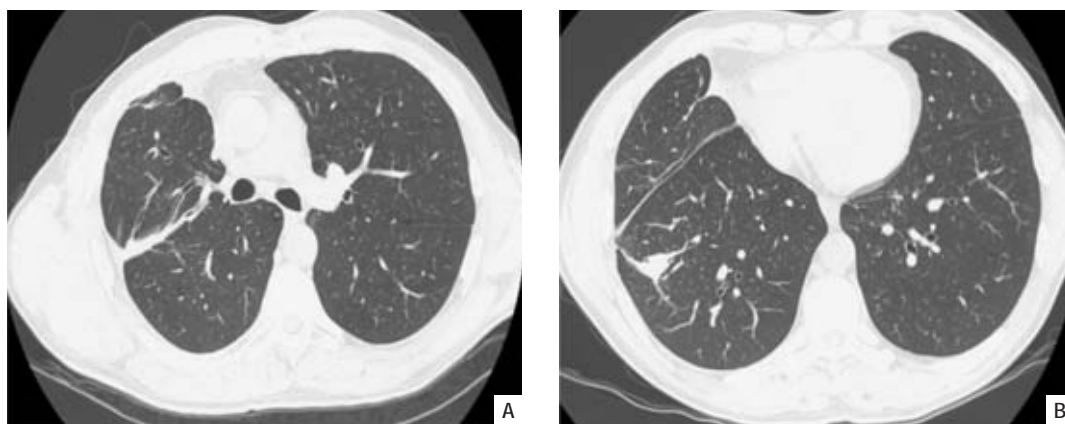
TC do tórax (A e B) – Várias opacidades lineares grosseiras à direita, de tipo fibrótico, que assumem morfologia pseudonodular em algumas áreas, envolvendo quer o lobo superior quer o inferior. Distorção da arquitectura broncovascular, com redução do volume do LSD e discreto desvio homolateral do mediastino. Espessamento pleural à direita
